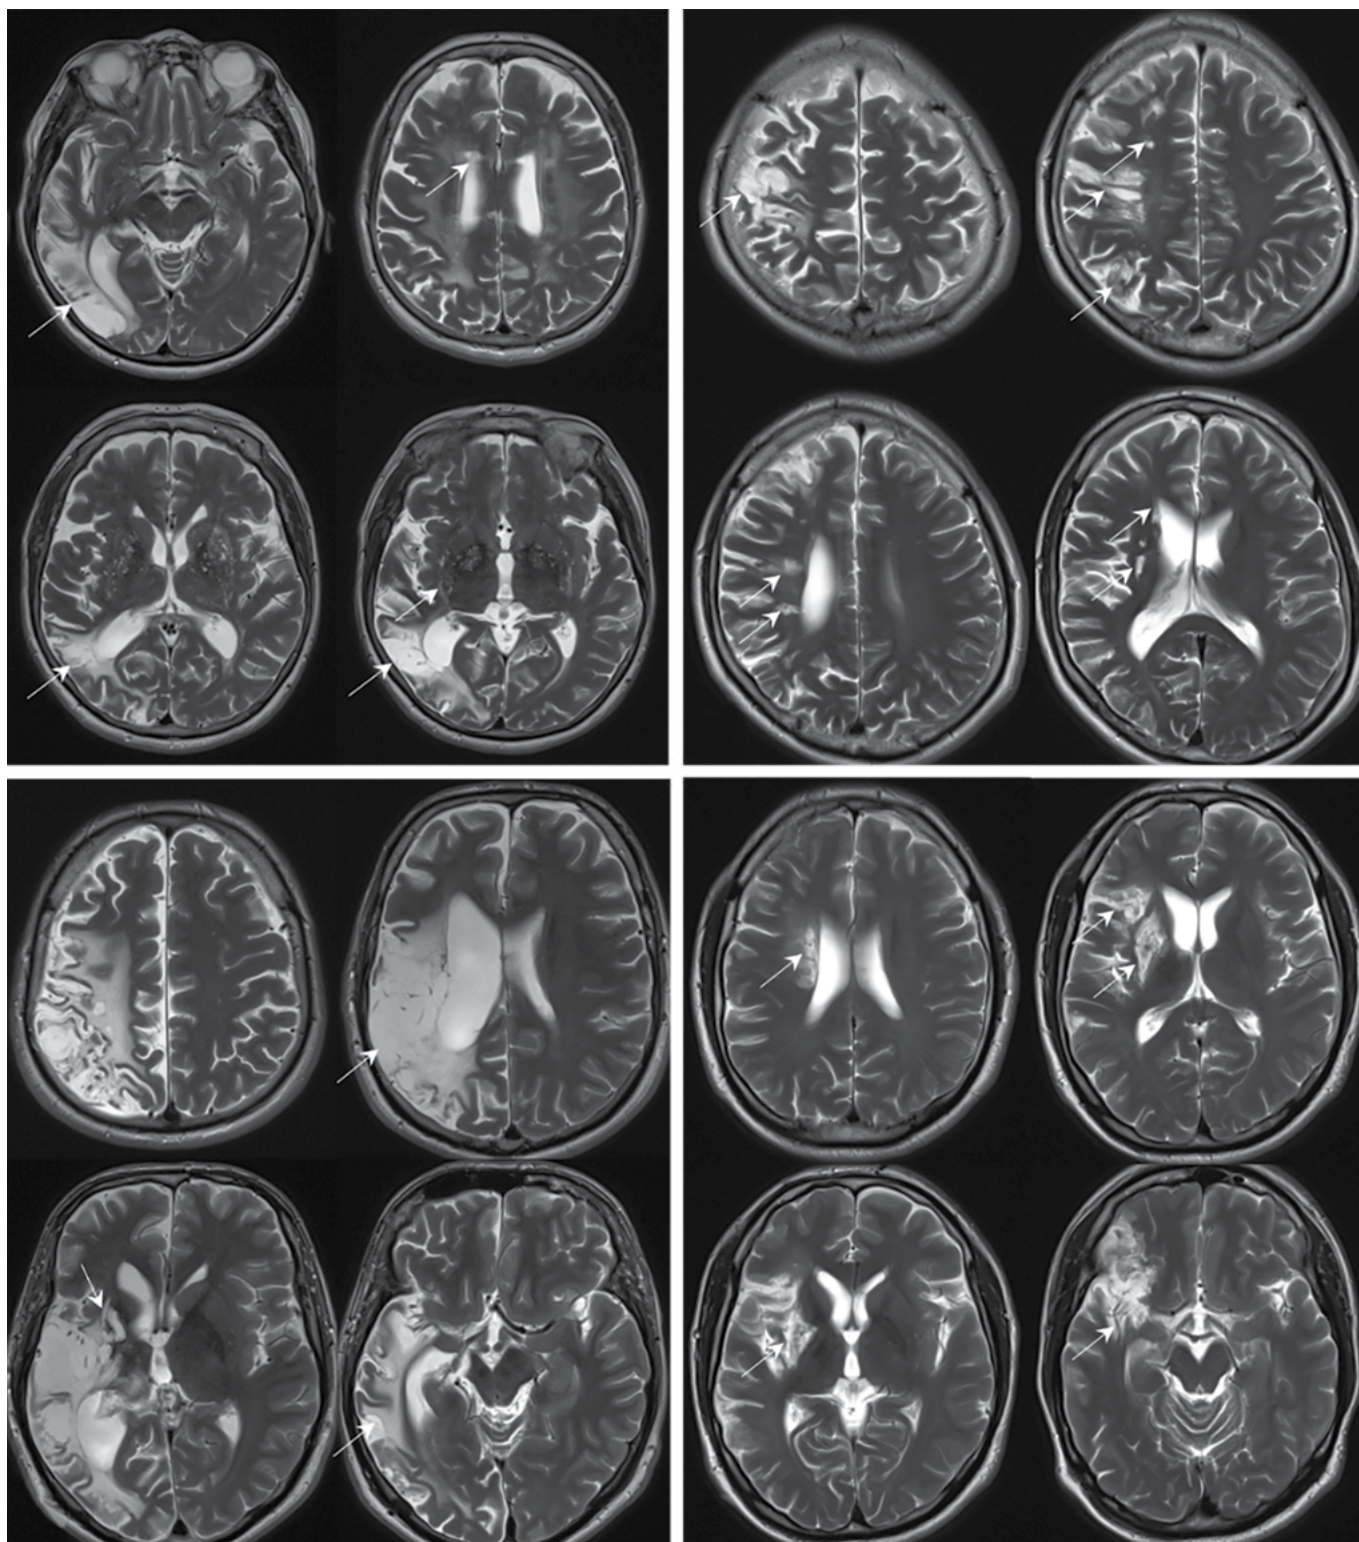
МРТ головного мозга пациентов с ЭТ – T2-взвешенные изображения в аксиальной плоскости.
